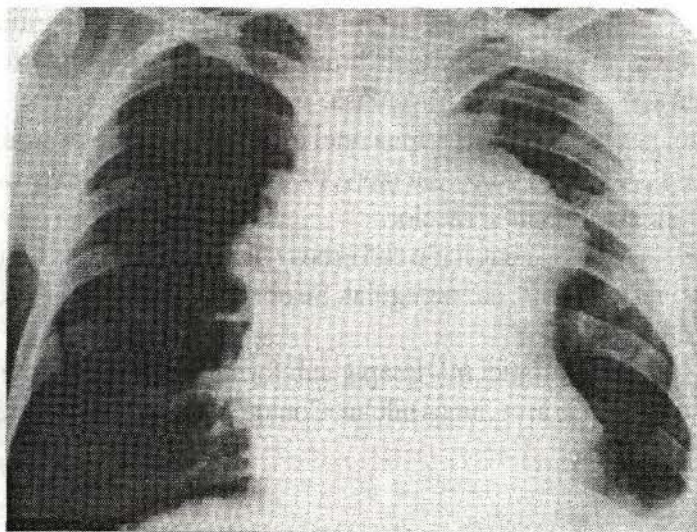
b – radiografia organelor cutiei toracice în incidență anterioară. Mărirea ganglionilor limfatici mediastinali (limfogranulomatoză mediastinală).
